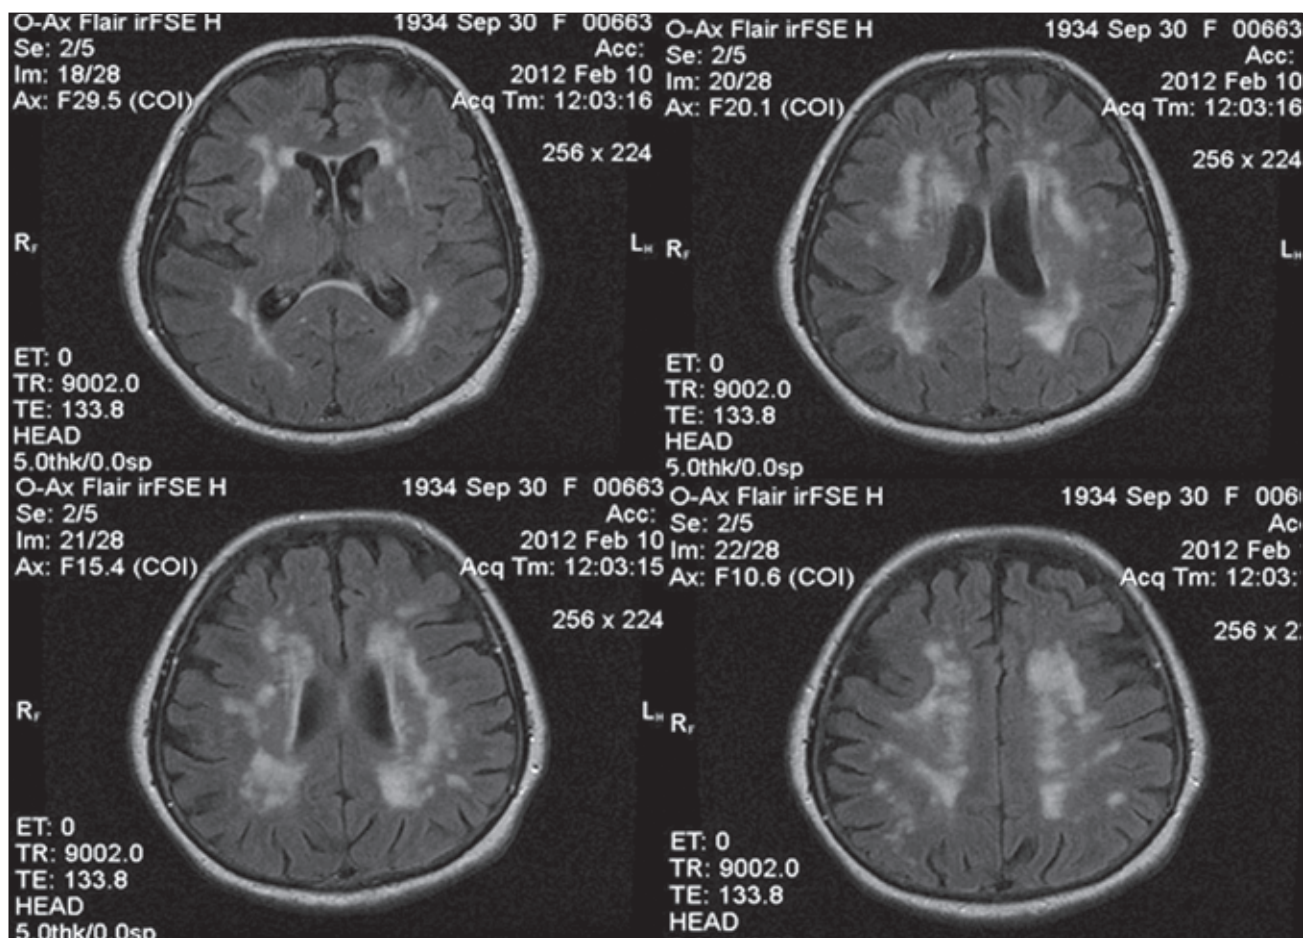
МРТ, выполненная в режиме FLAIR пациентке 70 лет. Визуализируются множественные немые инфаркты мозга, расположенные в базальных ганглиях и субкортикально, а также явления лейкоареозиса
